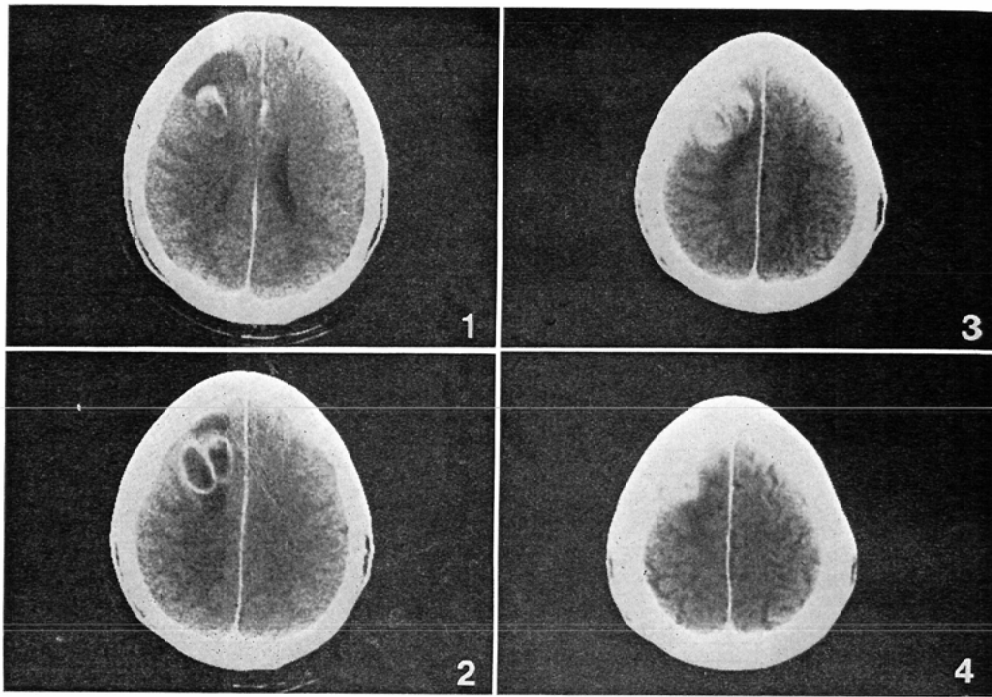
Enhanced CT of a patient with brain tumor (Astrocytoma grad II).
